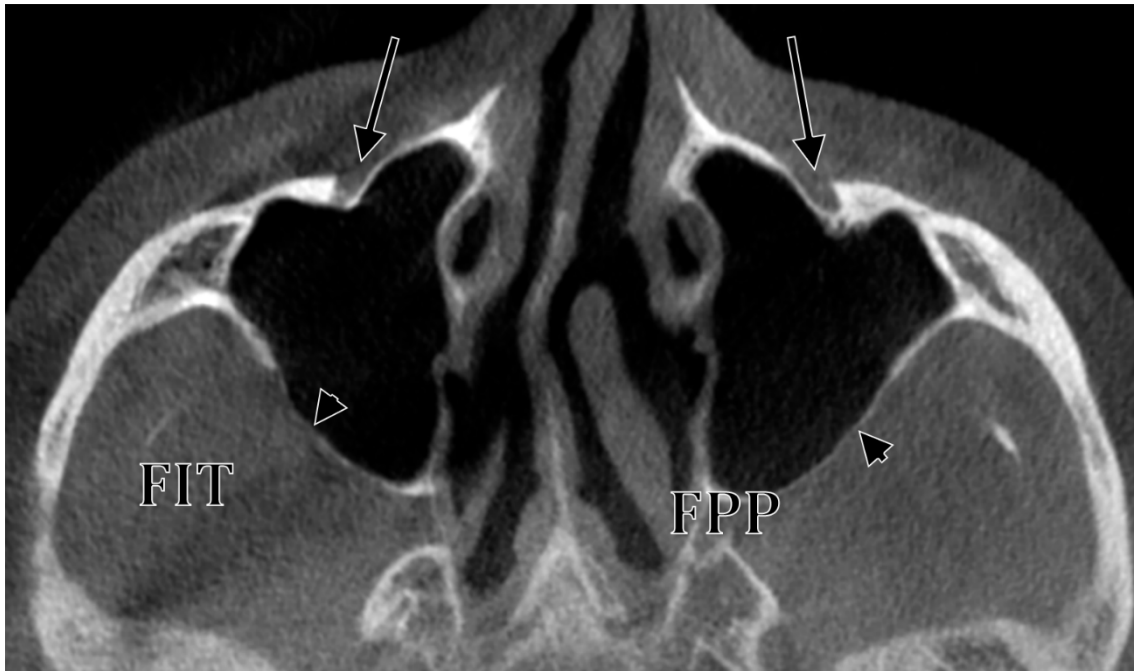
Secțiune CBCT axială prin găurile infraorbitale (săgeți) de la nivelul fețelor antero-laterale ale oaselor maxilare. Fețele infratemporale (vârfuri de săgeți) ale celor două oase realizează pereții anteriori ai foselor infratemporală (FIT) și pterigopalatină (FPP).
